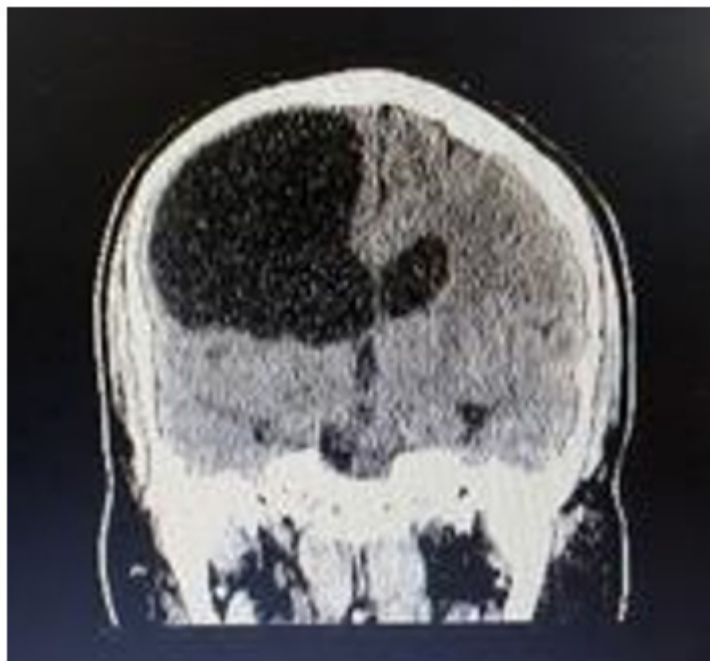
Tomografía computarizada cerebral simple. Plano coronal: Compárese la densidad similar que presenta la lesión quística con el líquido cefalorraquídeo contenido en el cuerpo del sistema ventricular. Localización: hemisferio parietal.
